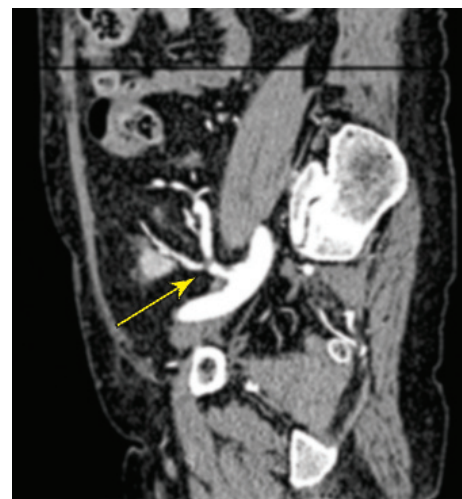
Компьютерная томограмма малого таза с внутривенным контрастированием. Стеноз артерии почечного трансплантата в средней трети (желтая стрелка)
